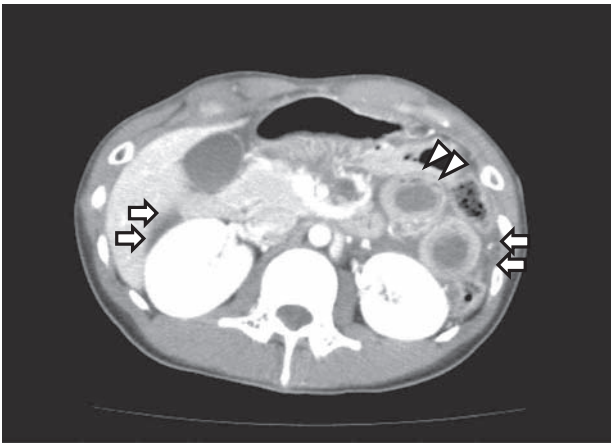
CT scan on admission
